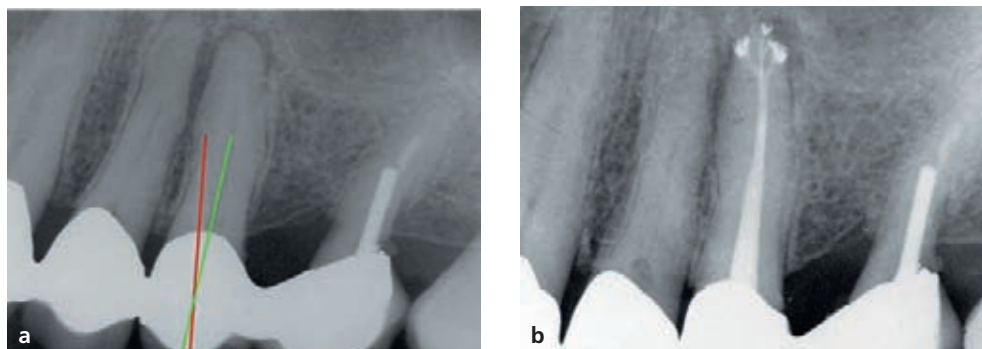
(a) Immagine radiografica di un caso in cui la corona clinica protesica ha un orientamento (*linea rossa*) differente da quello naturale della radice (*linea verde*). Nelle fasi di apertura della camera pulpare è quindi necessario tener conto di questi parametri. (b) Radiografia postoperatoria.
